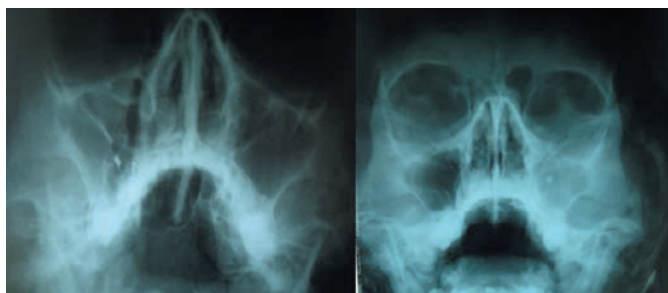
Рентгенограмма придаточных пазух носа: больные А., 36 лет, и С., 32 лет
